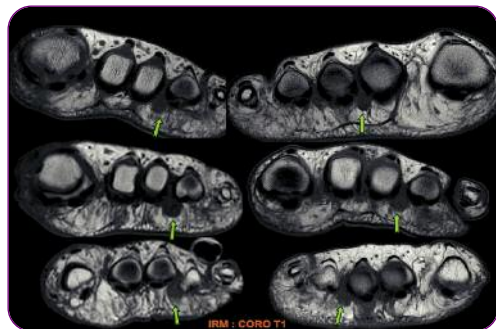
Névromes de Morton plantaires bilatéraux à l'IRM en coupe coronale T1.
